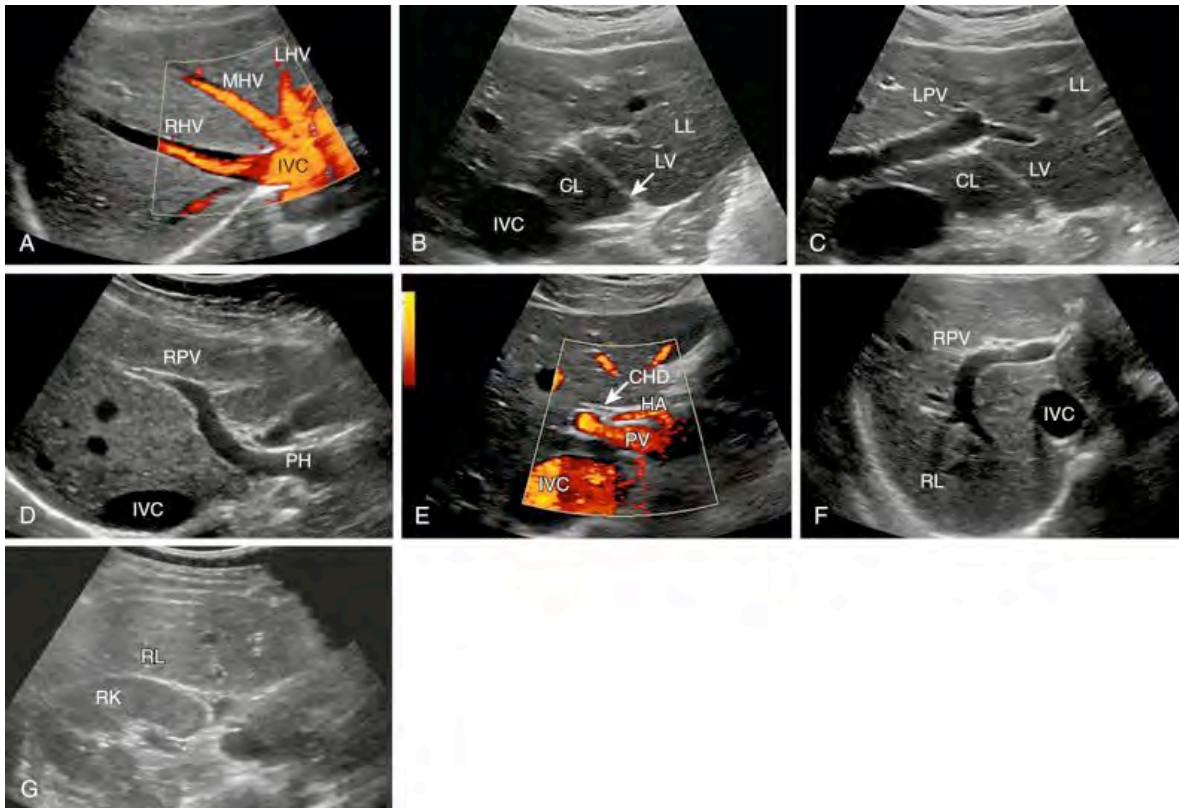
Ultrasonograma hepático. A a G, Plano transverso del hígado y relaciones anatómicas.
